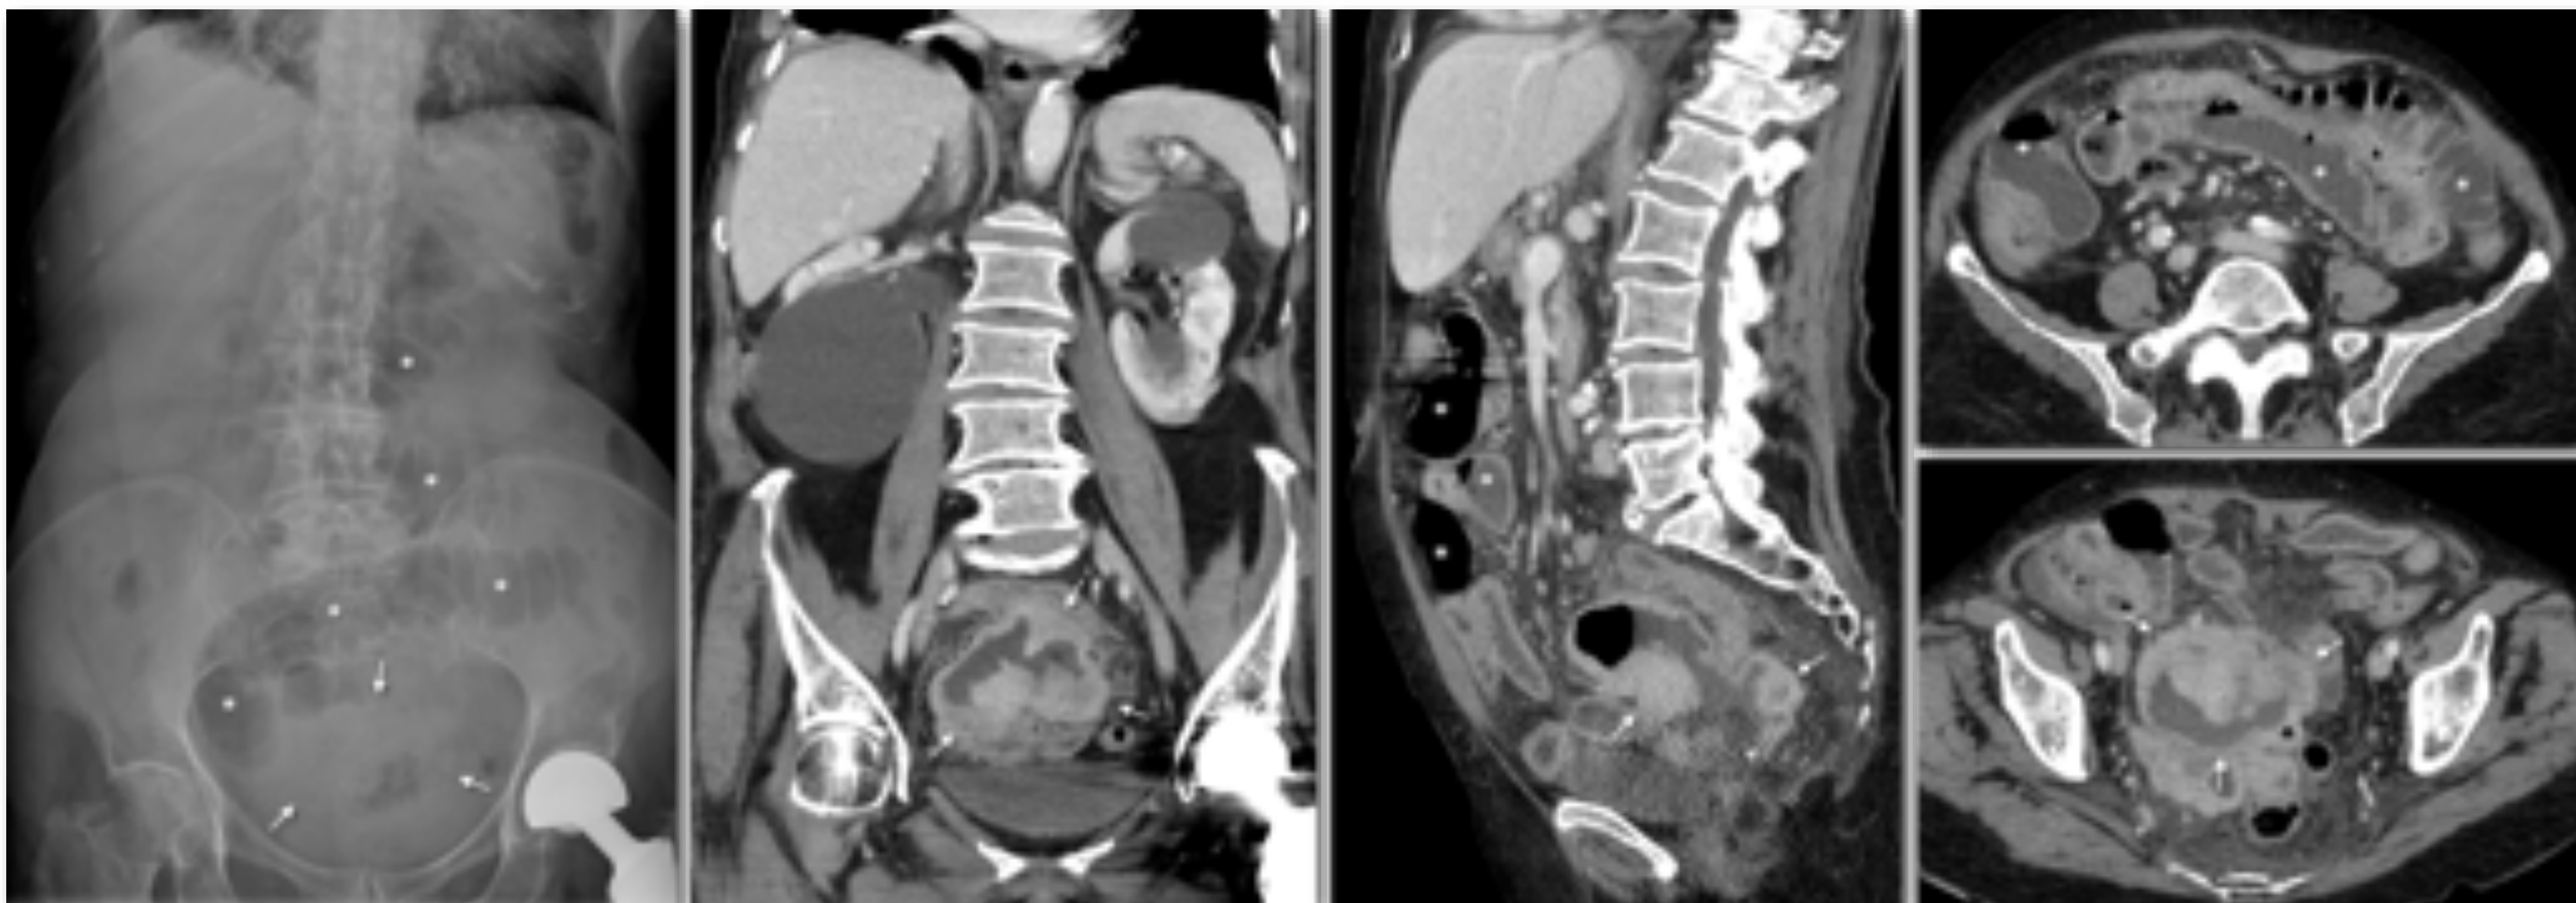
Mujer de 82 años. Es llevada a Urgencias por dolor abdominal y vómitos los últimos tres días. La Rx de abdomen muestra una dilatación de asas de intestino delgado en meso e hipogastrio (*), con efecto de masa en hipogastrio (flechas) y niveles en la proyección con rayo horizontal en decúbito lateral (no mostrado). La TC muestra que la causa del cuadro obstructivo es una masa irregular y ulcerada (flechas) que se sitúa en hipogastrio y depende de un tramo de íleon proximal. Se comprobó tras su resección quirúrgica que correspondía a un GIST con un grado intermedio de agresividad.
